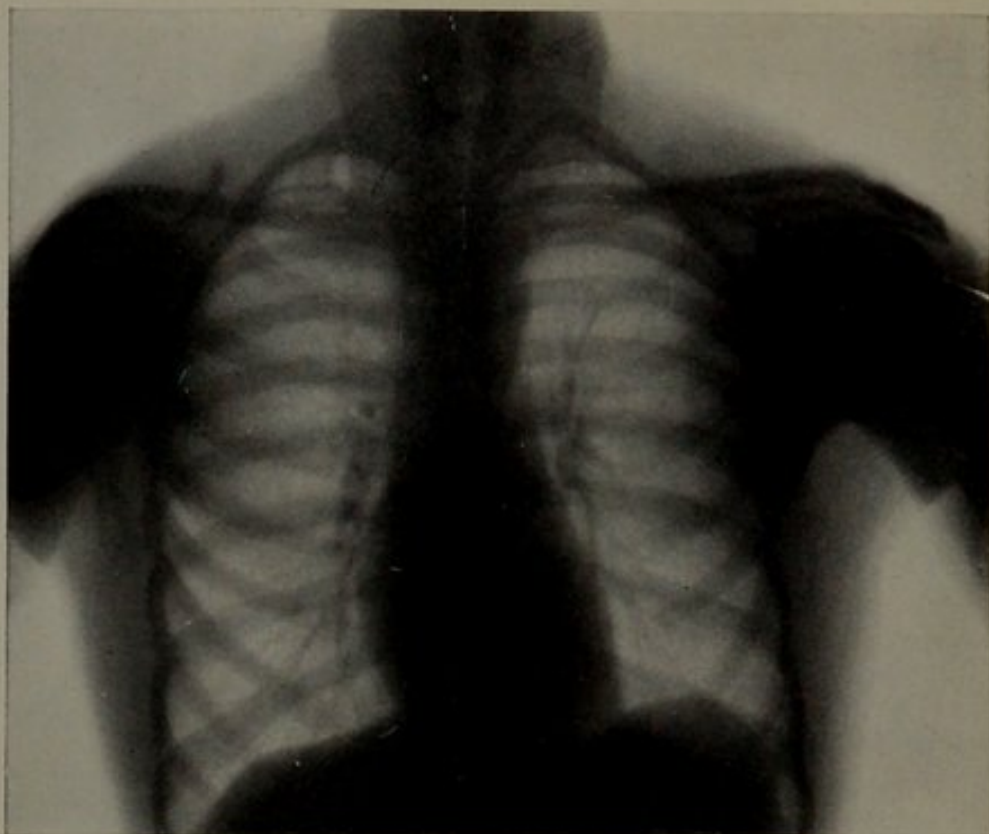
Thoraxröntgenogramm eines 17-jähr. kräftigen jungen Mannes.
